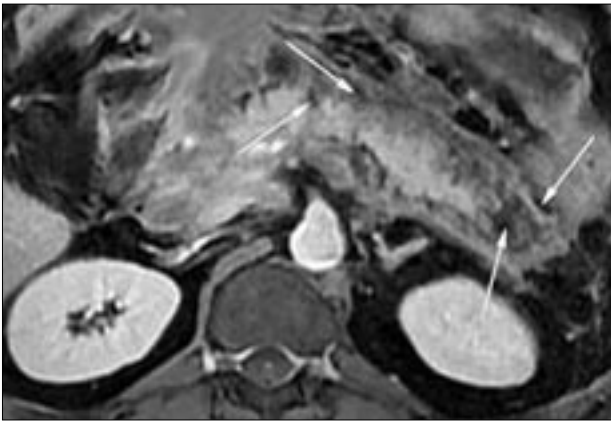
Магнитно-резонансная томограмма. При болюсном контрастировании чётко определяются краевые клиновидные участки неконтрастированной паренхимы, рядом с которыми расположены мелкие и более крупные зоны сниженного сигнала, соответствующие секвестрированным некротическим массам (стрелки).
